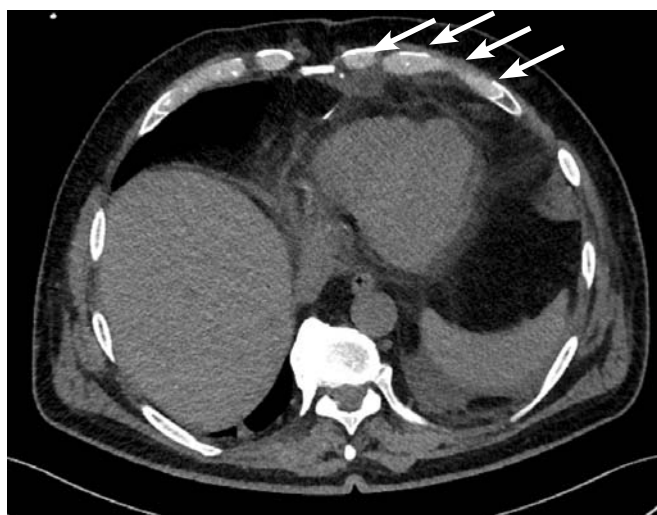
Компьютерная томография органов грудной клетки пациента Р., 67 лет, после КШ + ЮрЛеон III, стрелками указан фиксированный на сердце перикардиальный жир
